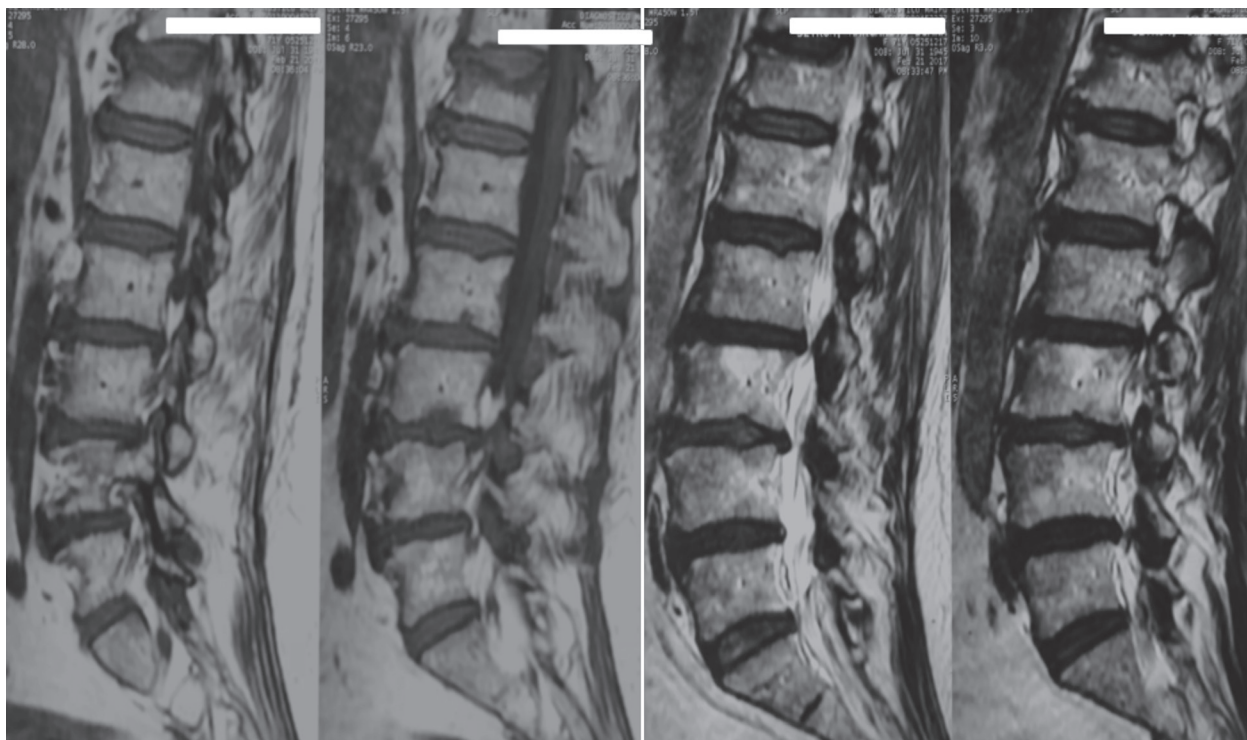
RMN DE COLUMNA: D12 colapso parcial a expensas de la plataforma superior con resto de patrón trabecular conservado en TC sin compromiso del muro posterior ni pedículo por lesiones osteolíticas y banda hipointensa debajo de la plataforma colapsada en T1 en RM e hiperintensa en T2 y STIR (edema).
